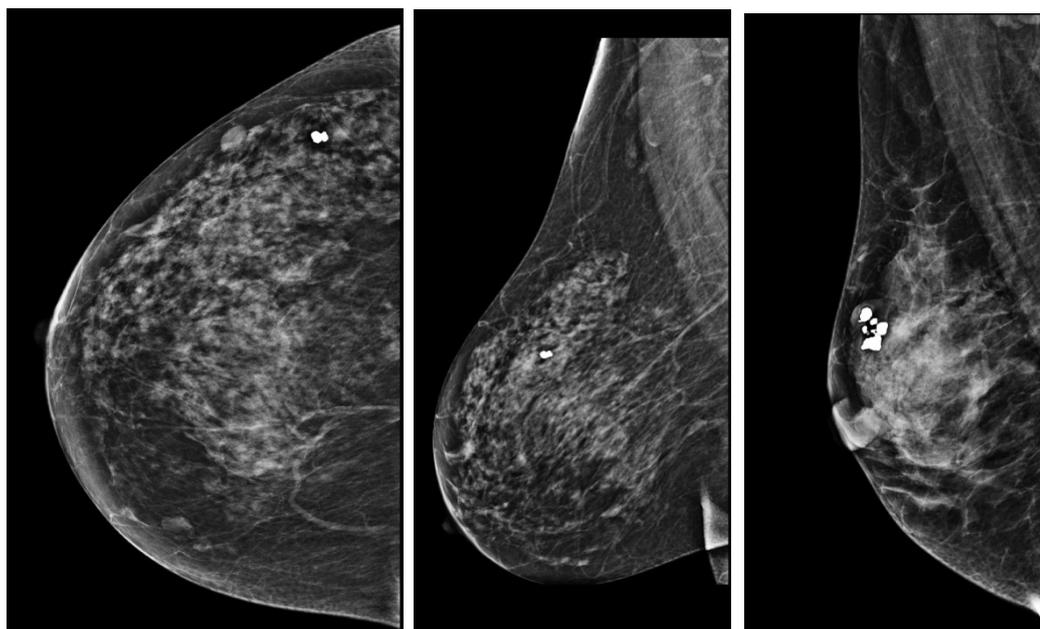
Mammographie en incidence de face et MLO et profil du sein droit, opacités denses hétérogènes, noyés dans la glande et siège de quelques calcifications dystrophiques, classées ACR2, correspond à un adénofibrome calcifié en échographie mammaire.
